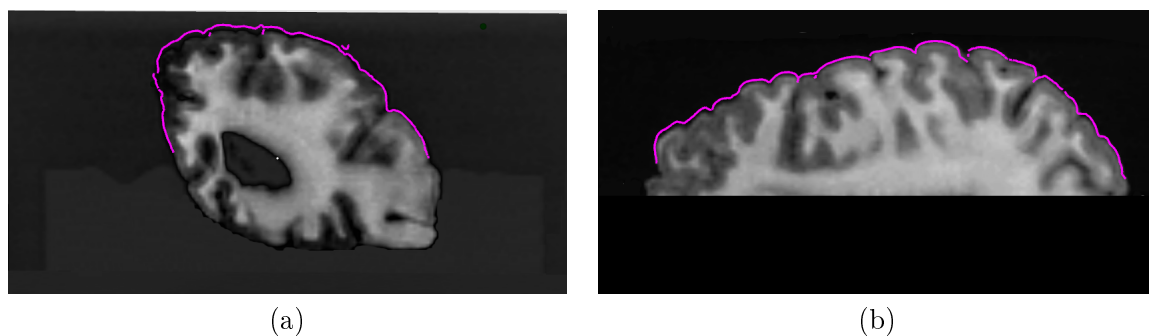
L’intersection de la surface du cortex scannée avant dissection et de l’IRM ex vivo apparaît en violet sur une coupe coronale et axiale du volume IRM.
